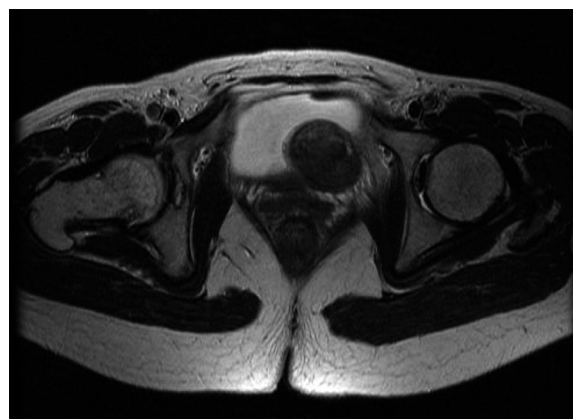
Magnetic resonance imaging T2-weighted imaging showed a mass 5 cm in diameter on the left side posterior wall of the bladder.
